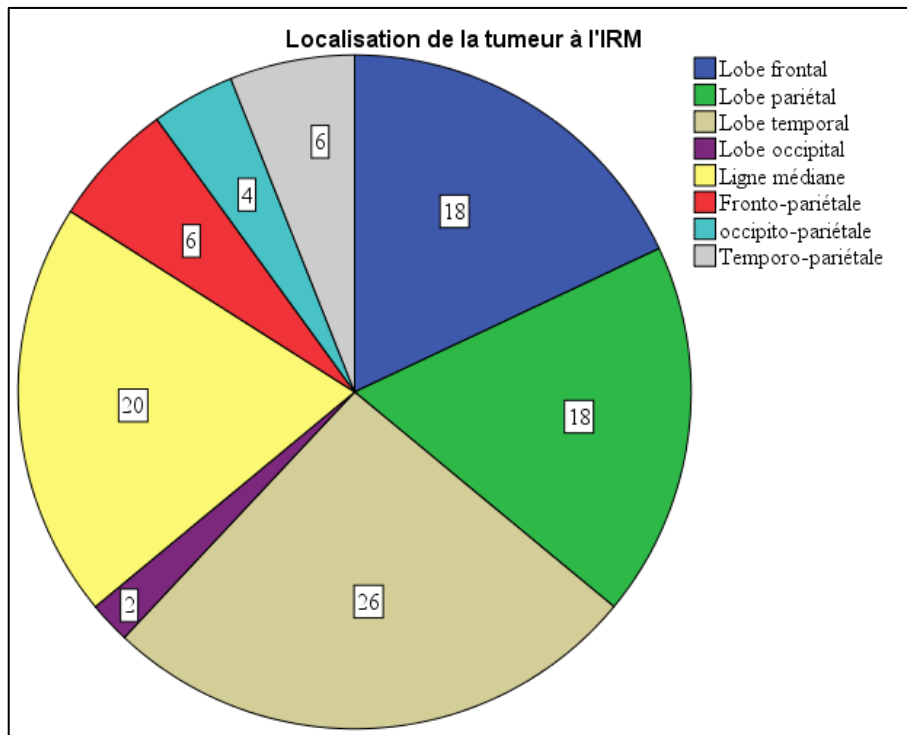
Répartition des patients selon la localisation à l'IRM
